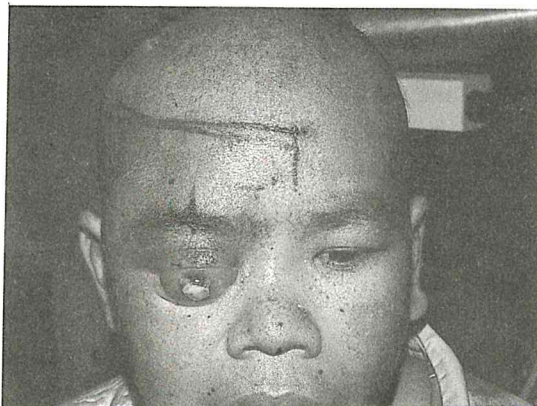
Photograph and CT scan before treatment*
